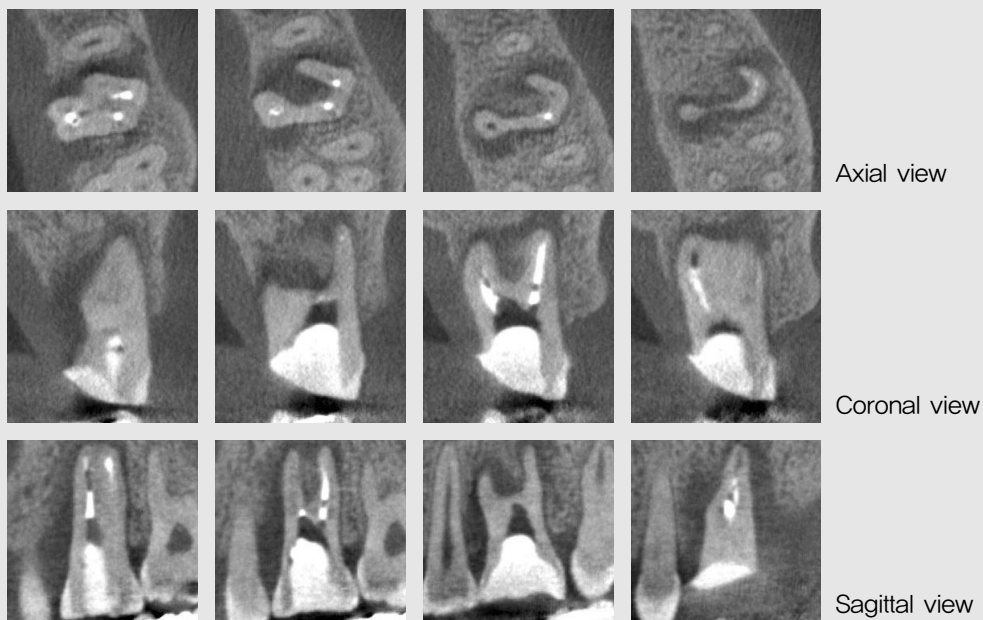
CBCT D mode shows the continuous C-shaped root connected 4 independent root canals from second mesiobuccal canal to palatal canal.
